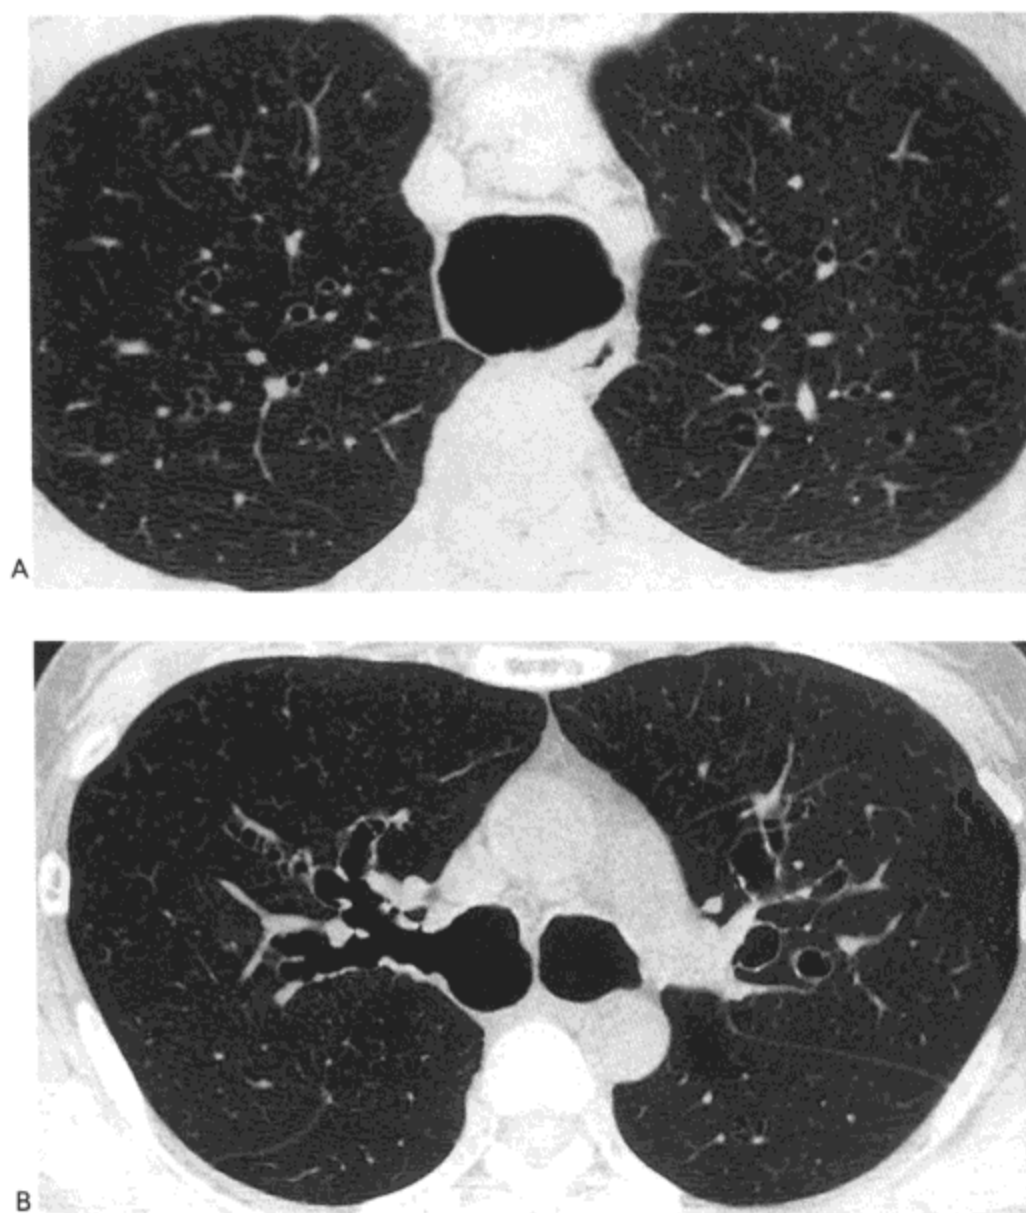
巨气管支气管(Mounier-Kuhn病)。A:大血管水平高分辨率CT影像(1mm层厚)示明显增大的气管与轻度扩张的上叶段与亚段支气管。B:主支气管水平影像示主支气管,叶支气管与段支气管管腔明显增大。病人女,50岁。
